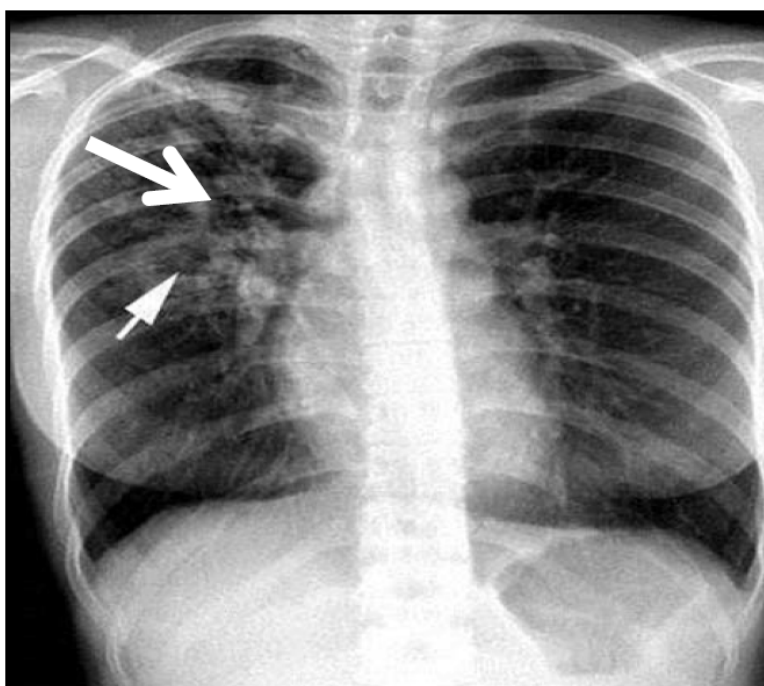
Radiographie du thorax de face : Complexe primaire (chancre d'inoculation + adénopathies médiastinales). (78)
